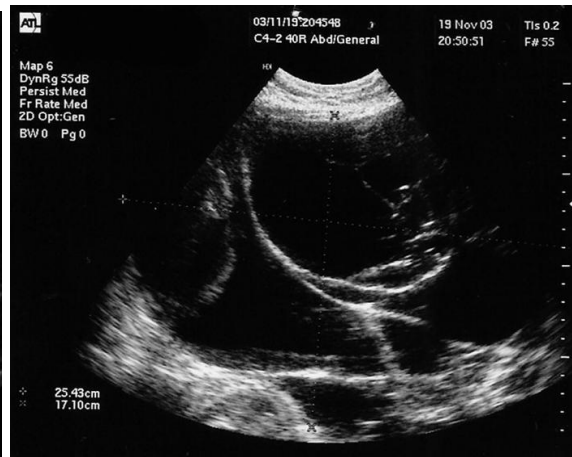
Aspect échographique d'un cystadénome mucineux [53]
